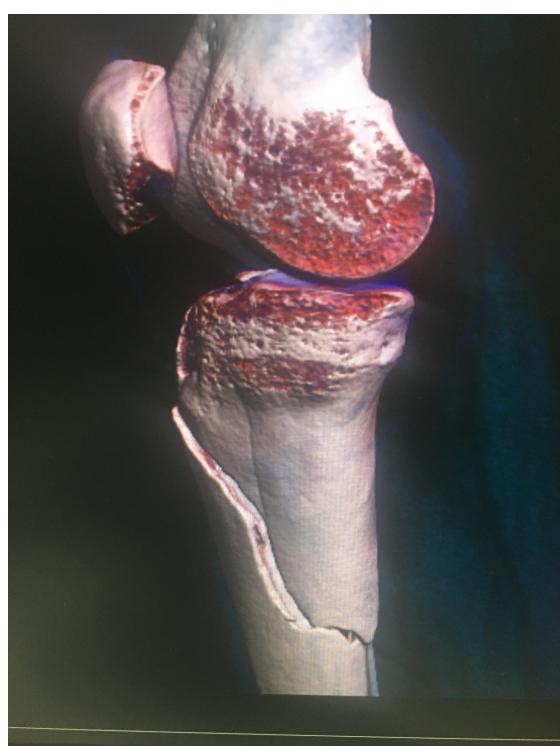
TAC preoperatorio
